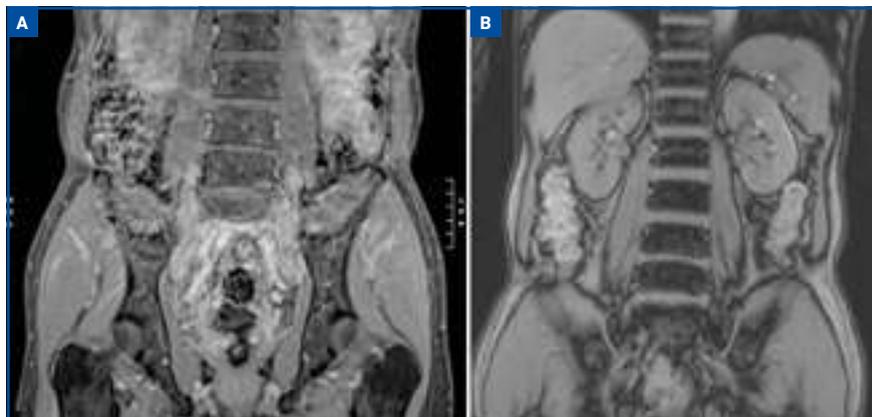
A : IRM nucléaire de la fibrose rétropéritonéale au diagnostic du premier patient ayant une MAG; B : IRM nucléaire après 1 an de traitement par dupilumab montrant la disparition de la fibrose rétropéritonéale.
